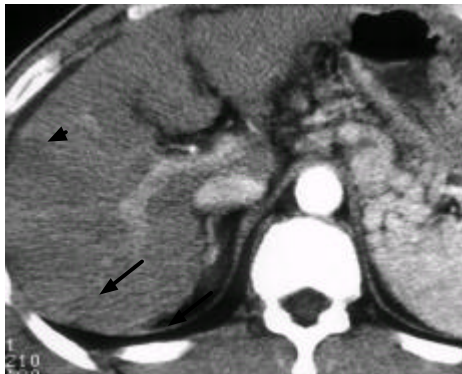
Partial remission of HCC after treatment. Pre-treatment CT scan shows a nodular HCC enhancing in arterial phase and washed out in portal phase at the right lobe of the liver (A, B). Six months follow-up CT scan shows partial remission (C). Arterial enhancing nodule is noted on angiography (D).
